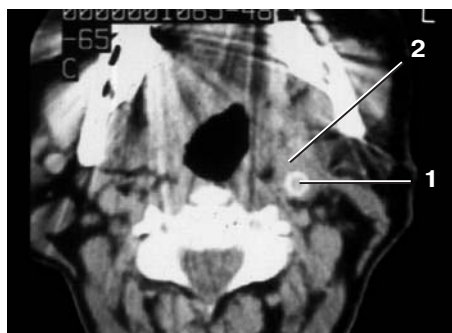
Томограмма после операции по поводу вагальной хеMODEKТОМЫ с резекцией и протезированием внутренней сонной артерии. Определяется сосудистый протез (1) в виде кольцевидной структуры с плотными стенками. Вокруг протеза образование мягкотканной плотности (2) округлой формы.
